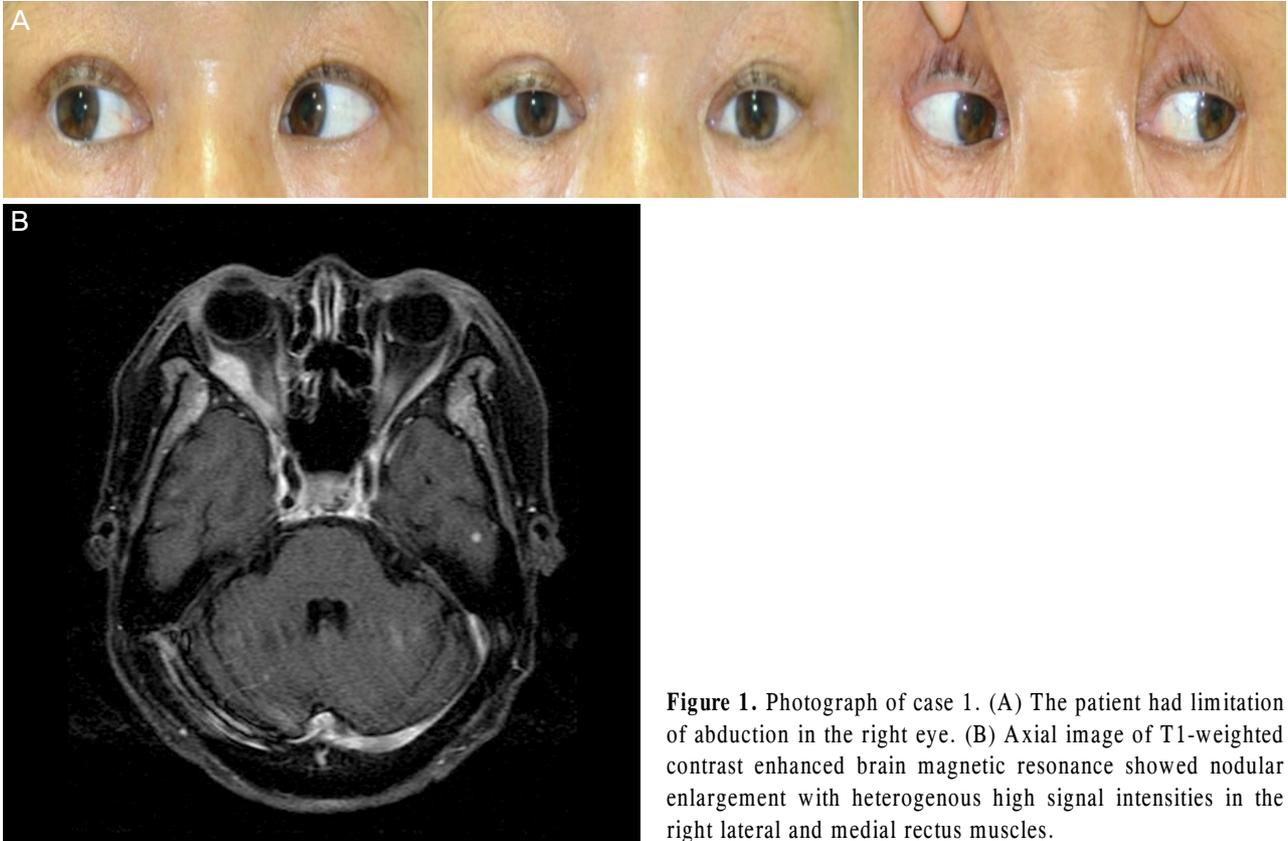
Photograph of case 1. (A) The patient had limitation of abduction in the right eye. (B) Axial image of T1-weighted contrast enhanced brain magnetic resonance showed nodular enlargement with heterogenous high signal intensities in the right lateral and medial rectus muscles.
